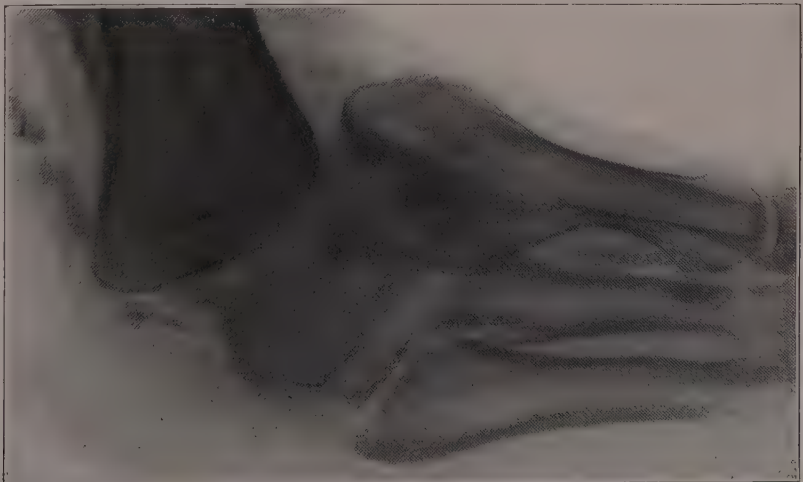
Röntgenbild von Abb. 212.
